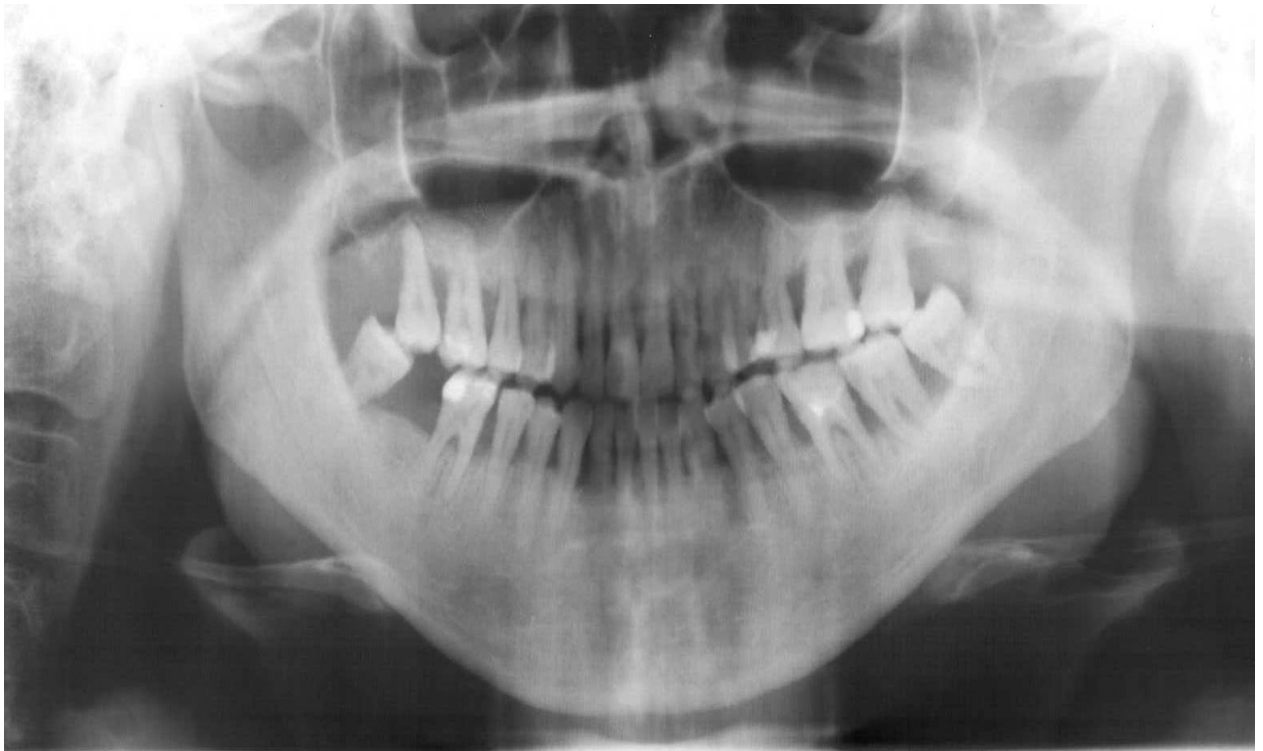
Ортопантомограма пацієнта В., літнього віку
